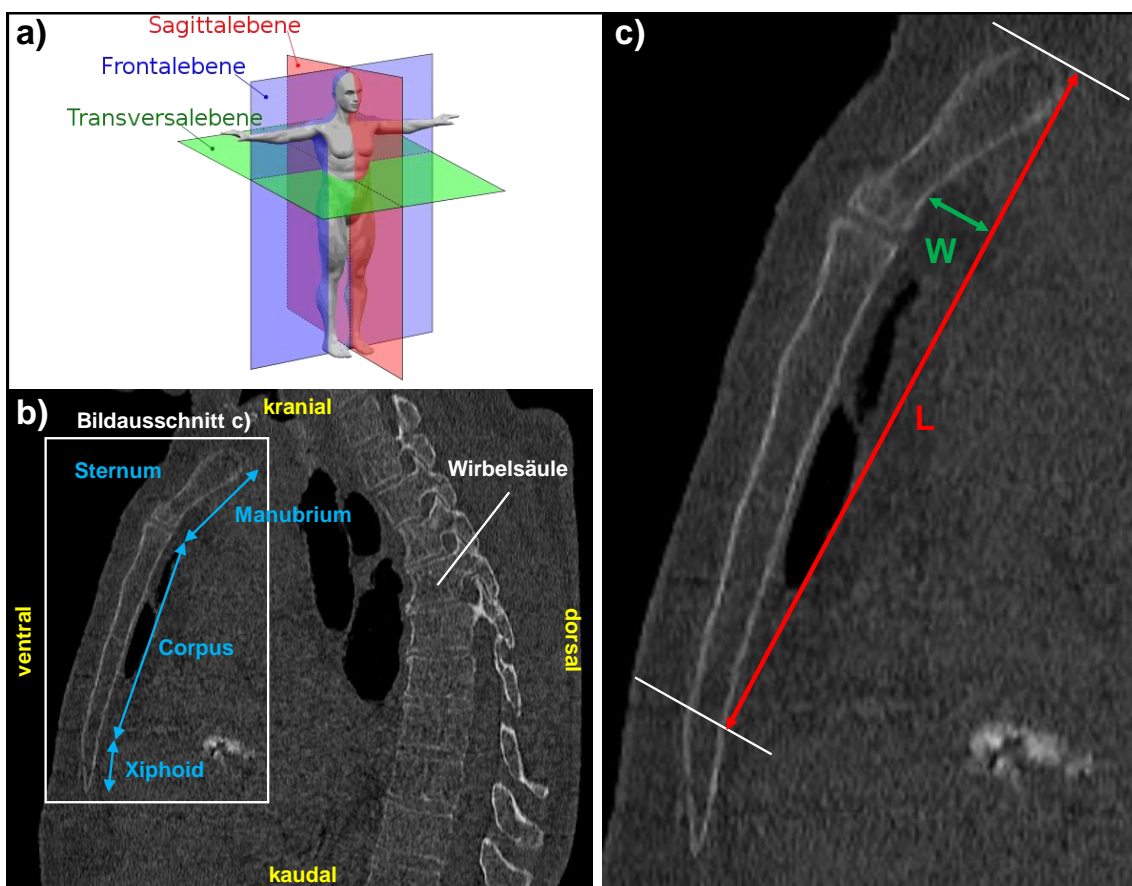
Messungen im sagittalen CT-Bild.
